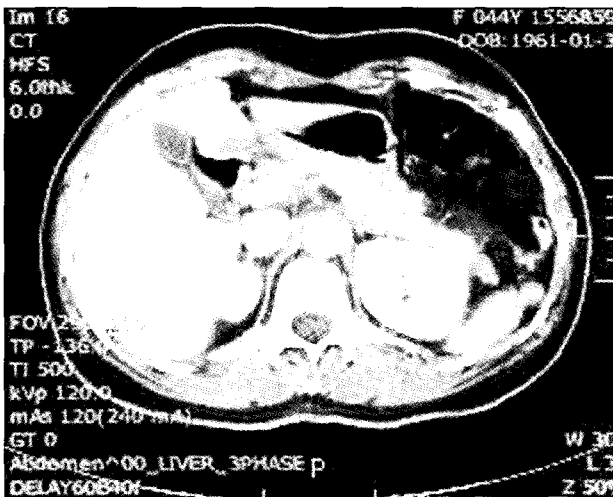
Abdominal CT scan on second hospital day. There is no definitive evidence of abnormality in the abdominal solid organ and pancreas loop.
